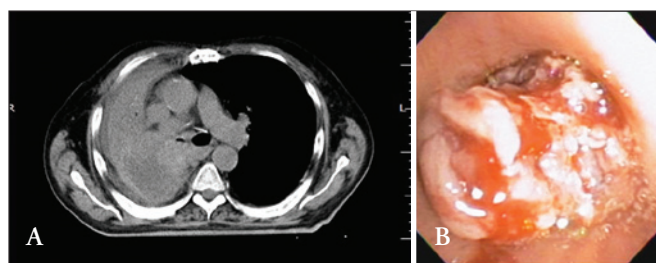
Tomografia computadorizada e visão endobrônquica com lesão. (A) Massa pulmonar extensa, acometendo predominantemente o lobo superior direito com invasão tumoral e atelectasia. (B) Lesão tumescente com mucosa friável e sangrante, apresentando obstrução completa do brônquio principal direito. Diagnóstico histológico de carcinoma epidermoide.
